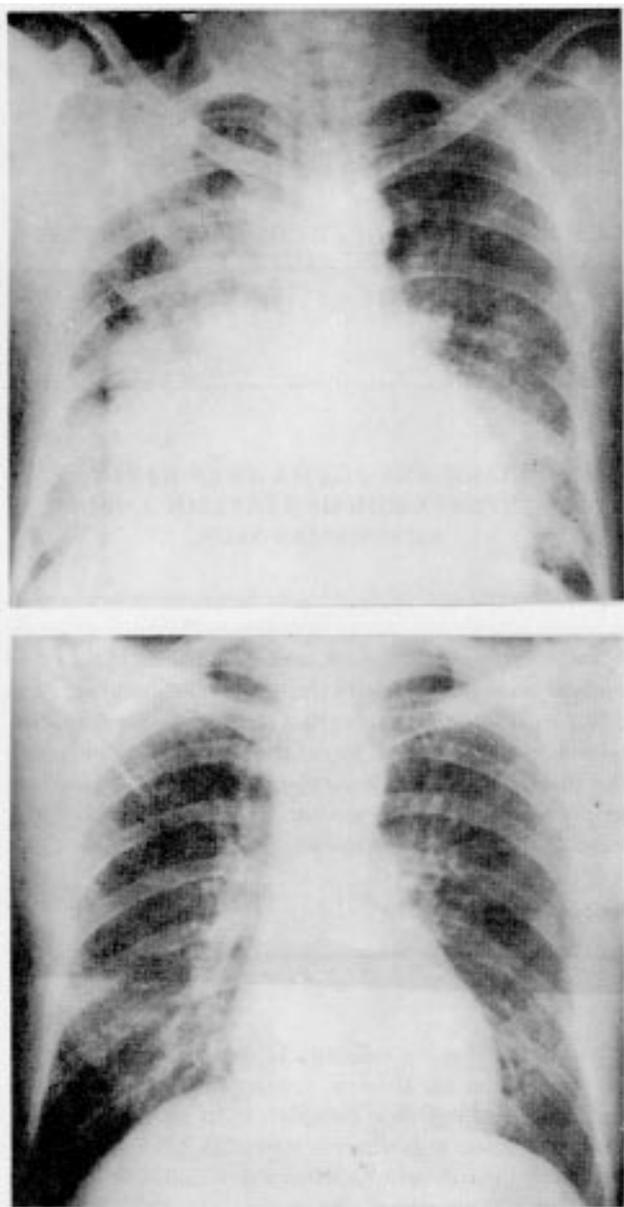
Radiografia de tórax mostrando área cardíaca normal e sinais de congestão pulmonar. B—Radiografia de tórax evidenciando melhora do padrão congestivo.
